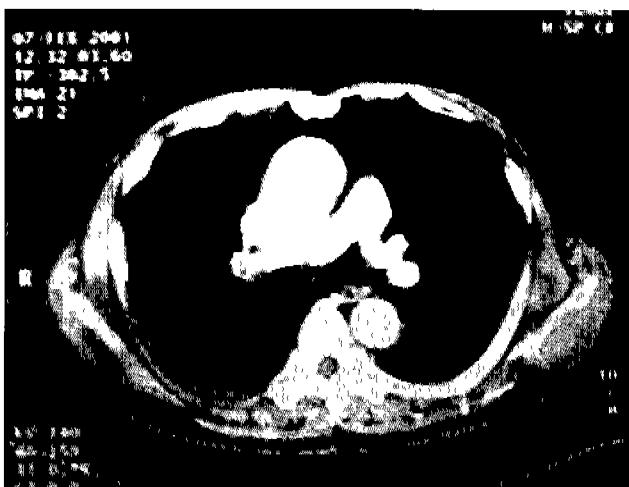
Preoperative chest CT. The intimal flap is seen within the ascending aorta.
